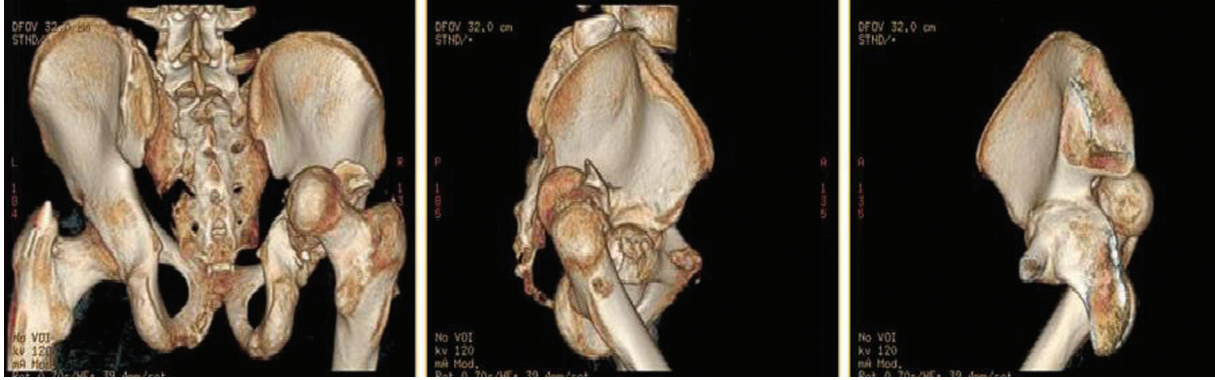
МСКТ (3D-реконструкция) через 2 мес после травмы. Задний вывих правого бедра. Мелкие фрагменты заднего края вертлужной впадины
